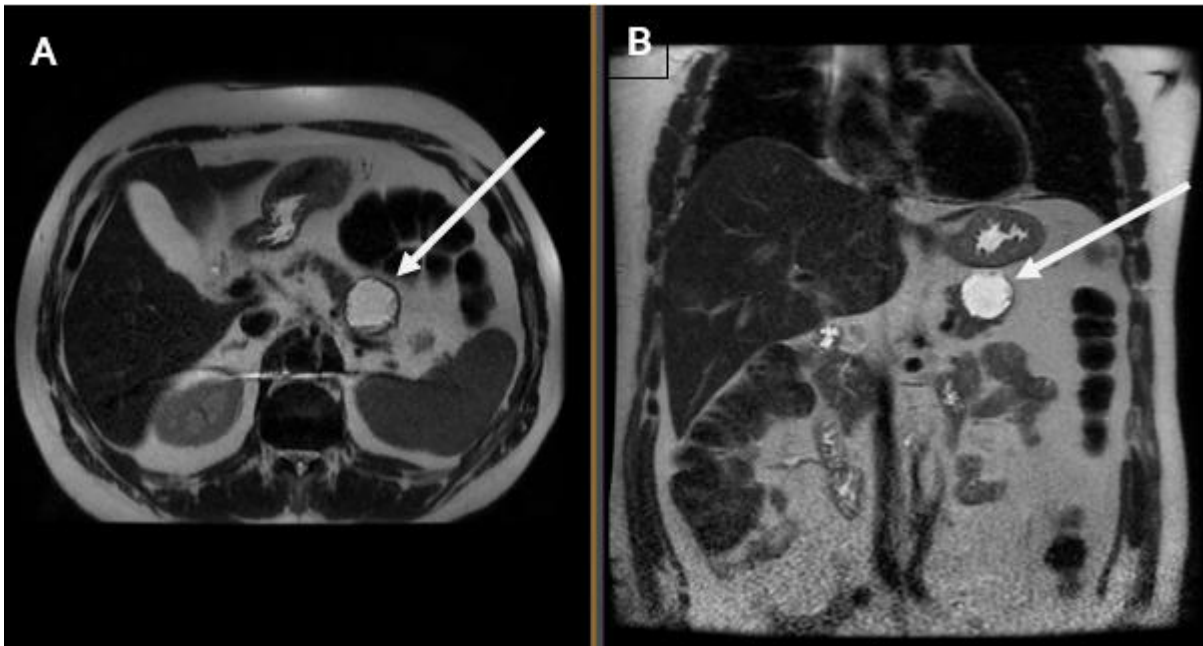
IRM abdominale : Séquences pondérées en T2 en coupe axiale (A) et coronale (B) : montrant une lésion kystique au niveau de la jonction corps-queue du pancréas, uni-loculée, arrondie, à paroi épaisse, en hyposignal T2 mesurant 8mm d'épaisseur maximale
